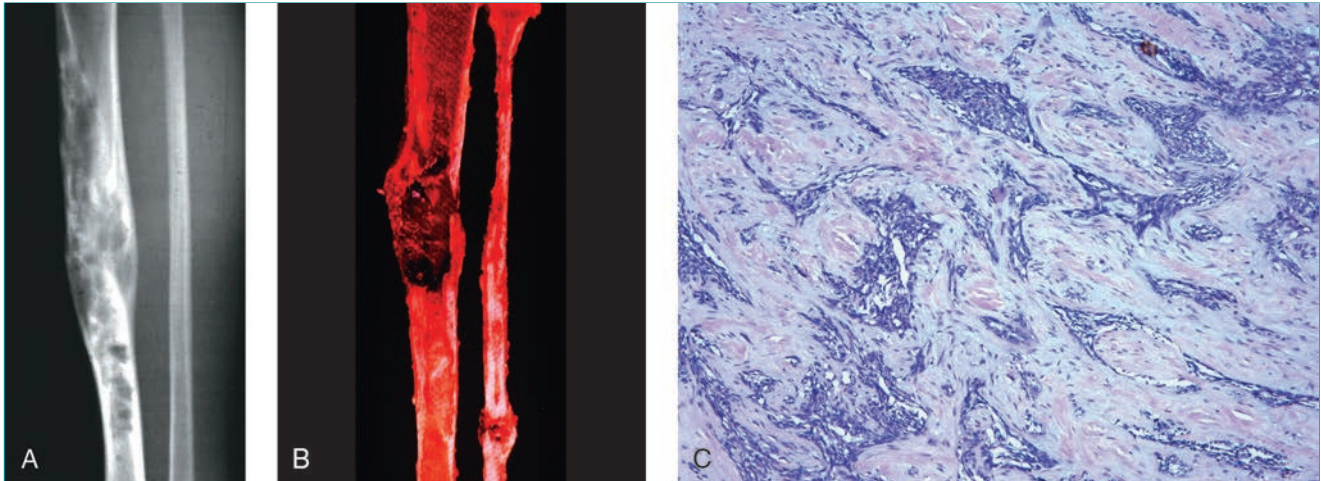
Adamantinoma de la tibia en una mujer de 38 años. A, La radiografía anteroposterior revela varias lesiones radiotransparentes diafisarias separadas por hueso esclerótico. Tiene un aspecto en burbuja compatible con un adamantinoma. B, La pieza de resección quirúrgica de otro paciente presenta lesiones en la tibia y en el peroné que expanden el hueso. C, La imagen histopatológica muestra nidos de células epiteliales en un estroma fibroso.
